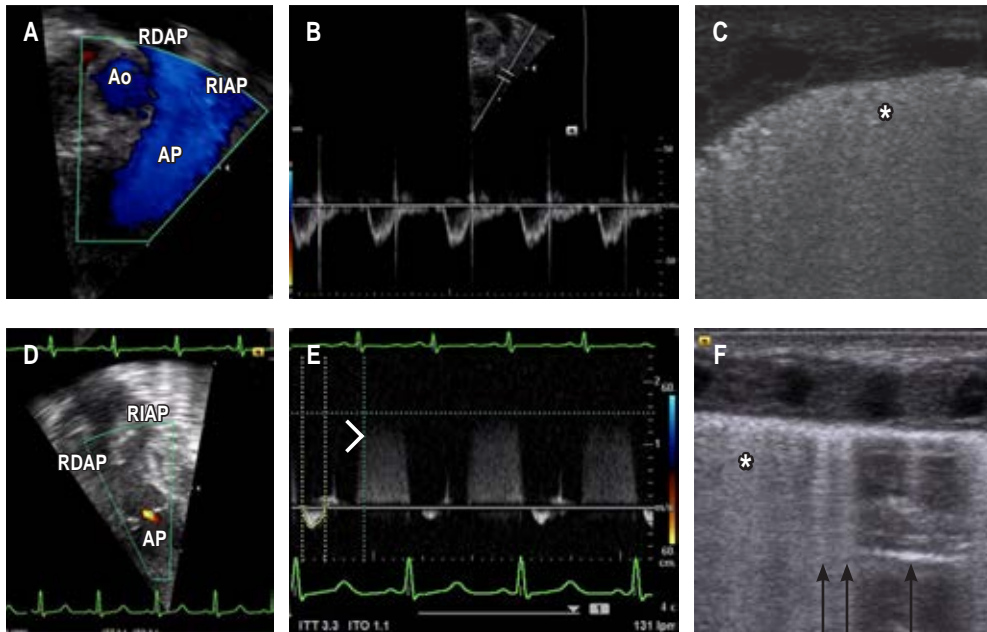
A) Primera valoración tras estabilización posterior al traslado, flujo sin obstrucción a través de la arteria pulmonar. B) Doppler pulsado que muestra flujo laminar con acortamiento de tiempos sistólicos del ventrículo derecho y escotadura medio sistólica por incremento de resistencias vasculares pulmonares. C) Ultrasonido pulmonar con adecuado deslizamiento pleural, líneas B coalescentes que generan pulmón blanco, con broncograma de colapso (*). D) Segunda valoración tras colapso hemodinámico. Flujo obstruido por embolismo aéreo a través de la arteria pulmonar. E) Doppler continuo que muestra jet de insuficiencia pulmonar (cabeza de flecha) y disminución del flujo a través de la válvula pulmonar. F) Ultrasonido pulmonar con adecuado deslizamiento pleural, líneas B menos densas (flechas) con áreas intersticiales alternadas con pulmón blanco con broncograma de colapso (*).
